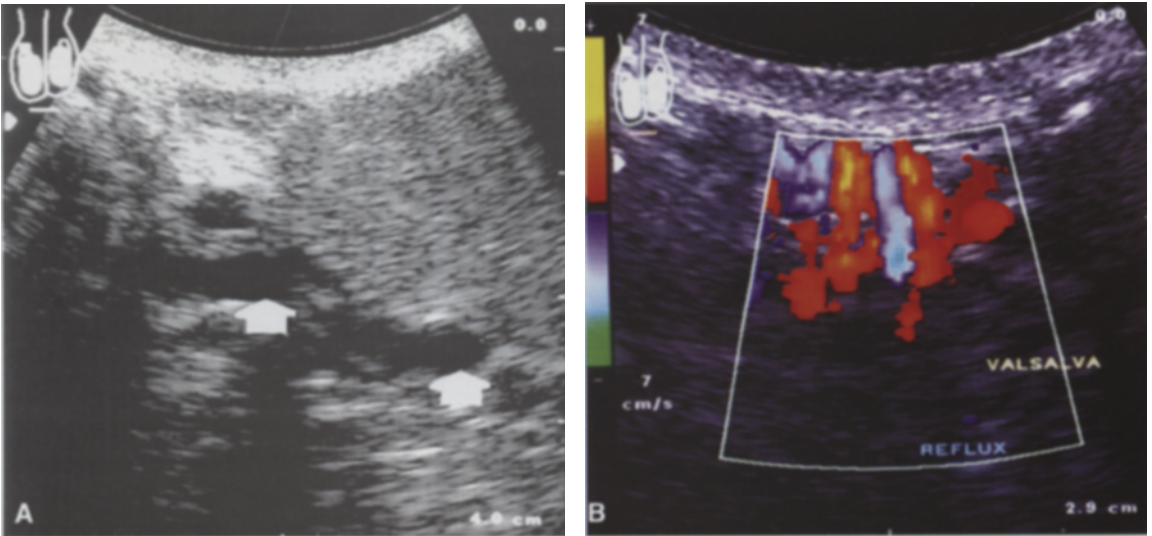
ab : Varicocèle clinique avec reflux prolongé en doppler couleur.
